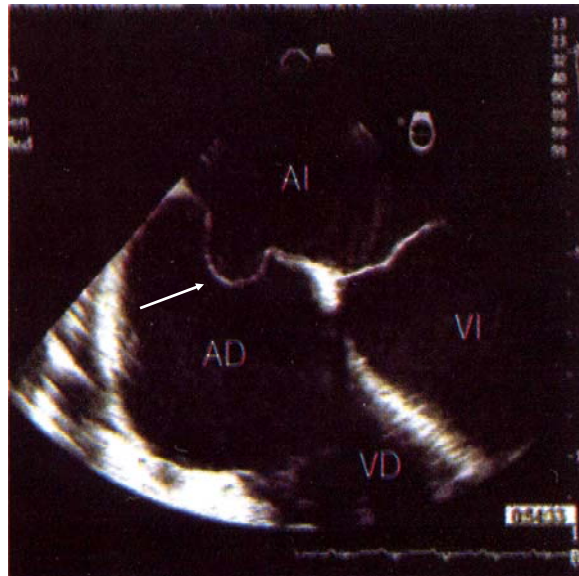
Imagen de ecografía transesofágica en proyección de cuatro cámaras en la que se observa un aneurisma del septo interauricular (flecha).
